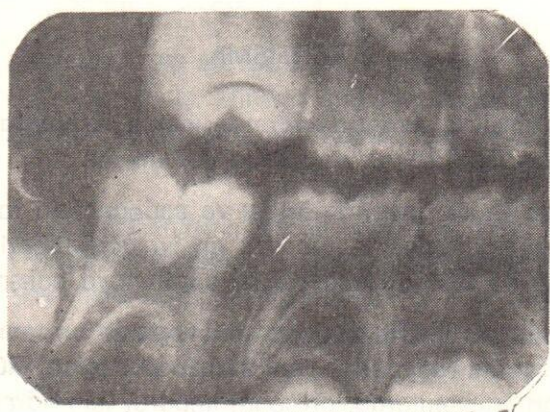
8 ve 9 da, ancak rontgenle saptanabilen arayüz çürükleri görülmektedir.
